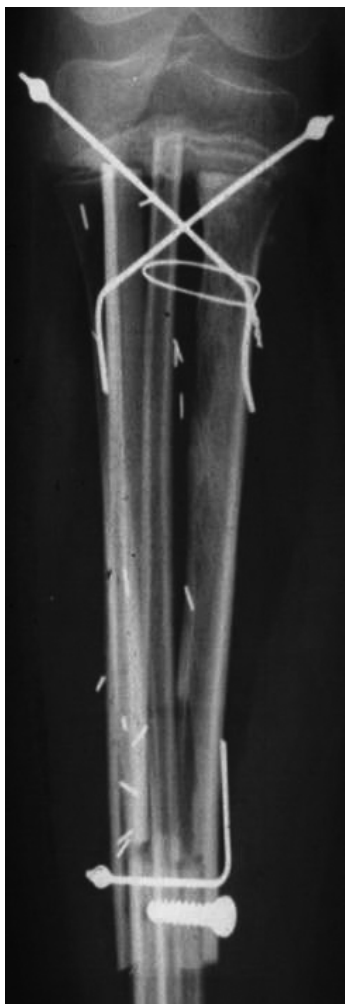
Radiografie postoperatorie di una resezione intercalare di tibia in cui è stata salvata la cartilagine di accrescimento e utilizzata la tecnica dell'innesto concentrico di perone vascolarizzato nell'innesto massivo, con una sintesi a minima prossimale per non danneggiare la cartilagine epifisaria.
